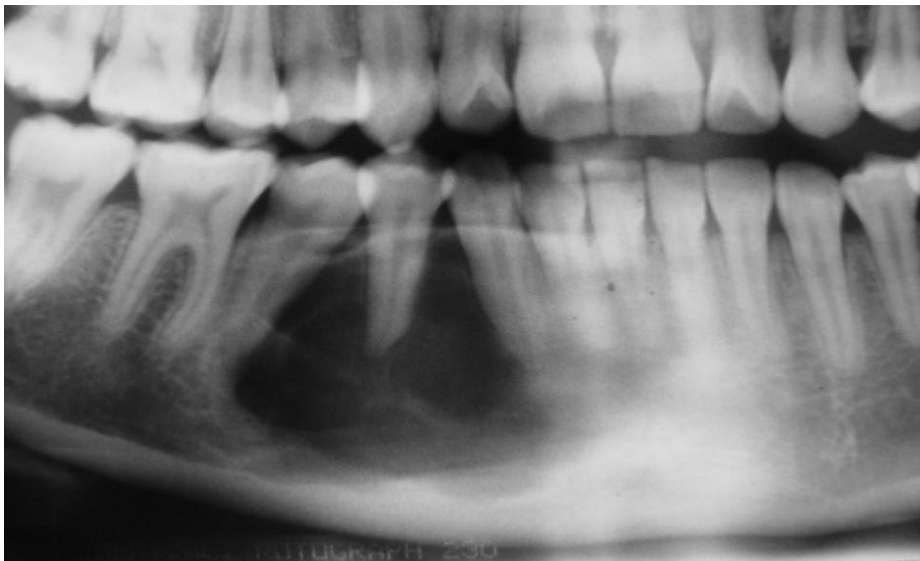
Acercamiento de radiografía panorámica obsérvese el desplazamiento de las raíces de O.D.43 y 45, la lesión presenta bordes bien definidos, con una longitud aproximadamente de 2x2x2x cm.
